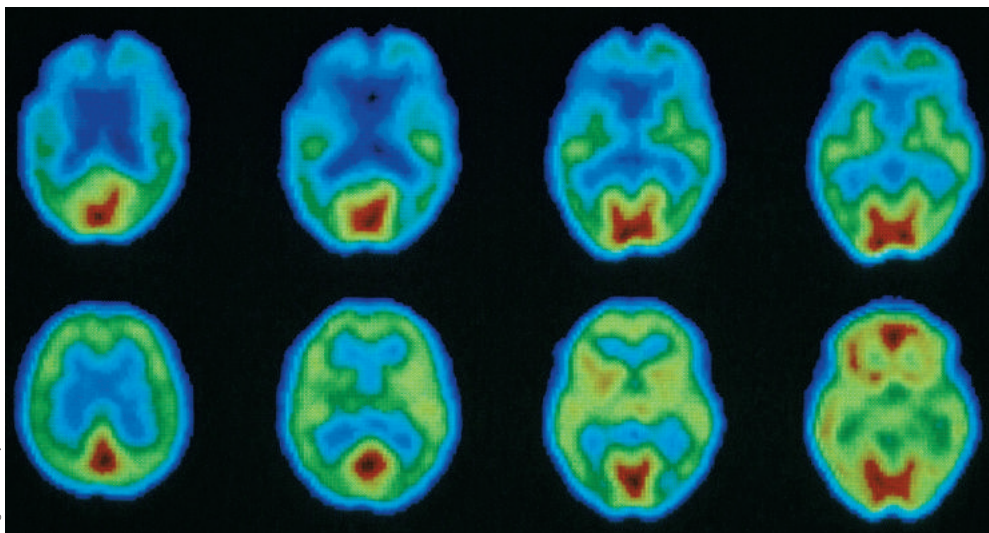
건강한 뇌와 알츠하이머 뇌의 PET 스캔 PET 스캔은 살아 있는 뇌를 관찰하기 위해 심리학자들이 사용하는 다양한 뇌 영상 기법 중 하나이다. 위쪽에 있는 네 가지의 뇌 영상들은 알츠하이머를 앓고 있는 사람의 것이고, 아래쪽에 있는 네 가지는 비슷한 연령의 건강한 사람의 것이다. 붉은색 영역과 초록색 영역은 파란색 영역보다 활동 수준이 높다는 것을 의미한다. 각 영상에서 뇌의 앞부분은 위쪽이고, 뇌의 뒷부분은 아래쪽이다. 알츠하이머 환자들이 건강한 사람들에 비해 뇌의 앞쪽 부분에 활동성이 낮은 영역이 더 광범위하다는 것을 보여 준다.
